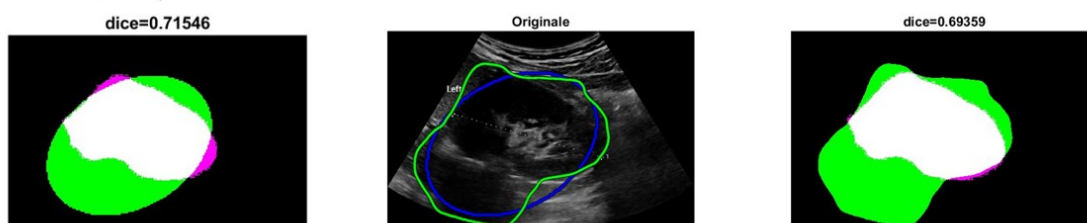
Ecografia di reni pediatrici nel caso di sonda Samsung immagine 0217. A sinistra ellisse ottimo selezionato in verde e segmentazione manuale in viola, a destra risultato ottenuto dopo l'applicazione dei contorni attivi in verde e segmentazione manuale in viola, al centro sovrapposta all'ecografia originale c'è l'ellisse ottimo in blu e il risultato dopo l'applicazione dei contorni attivi in verde. Sono riportati anche i coefficienti di Sørensen–Dice associati.
